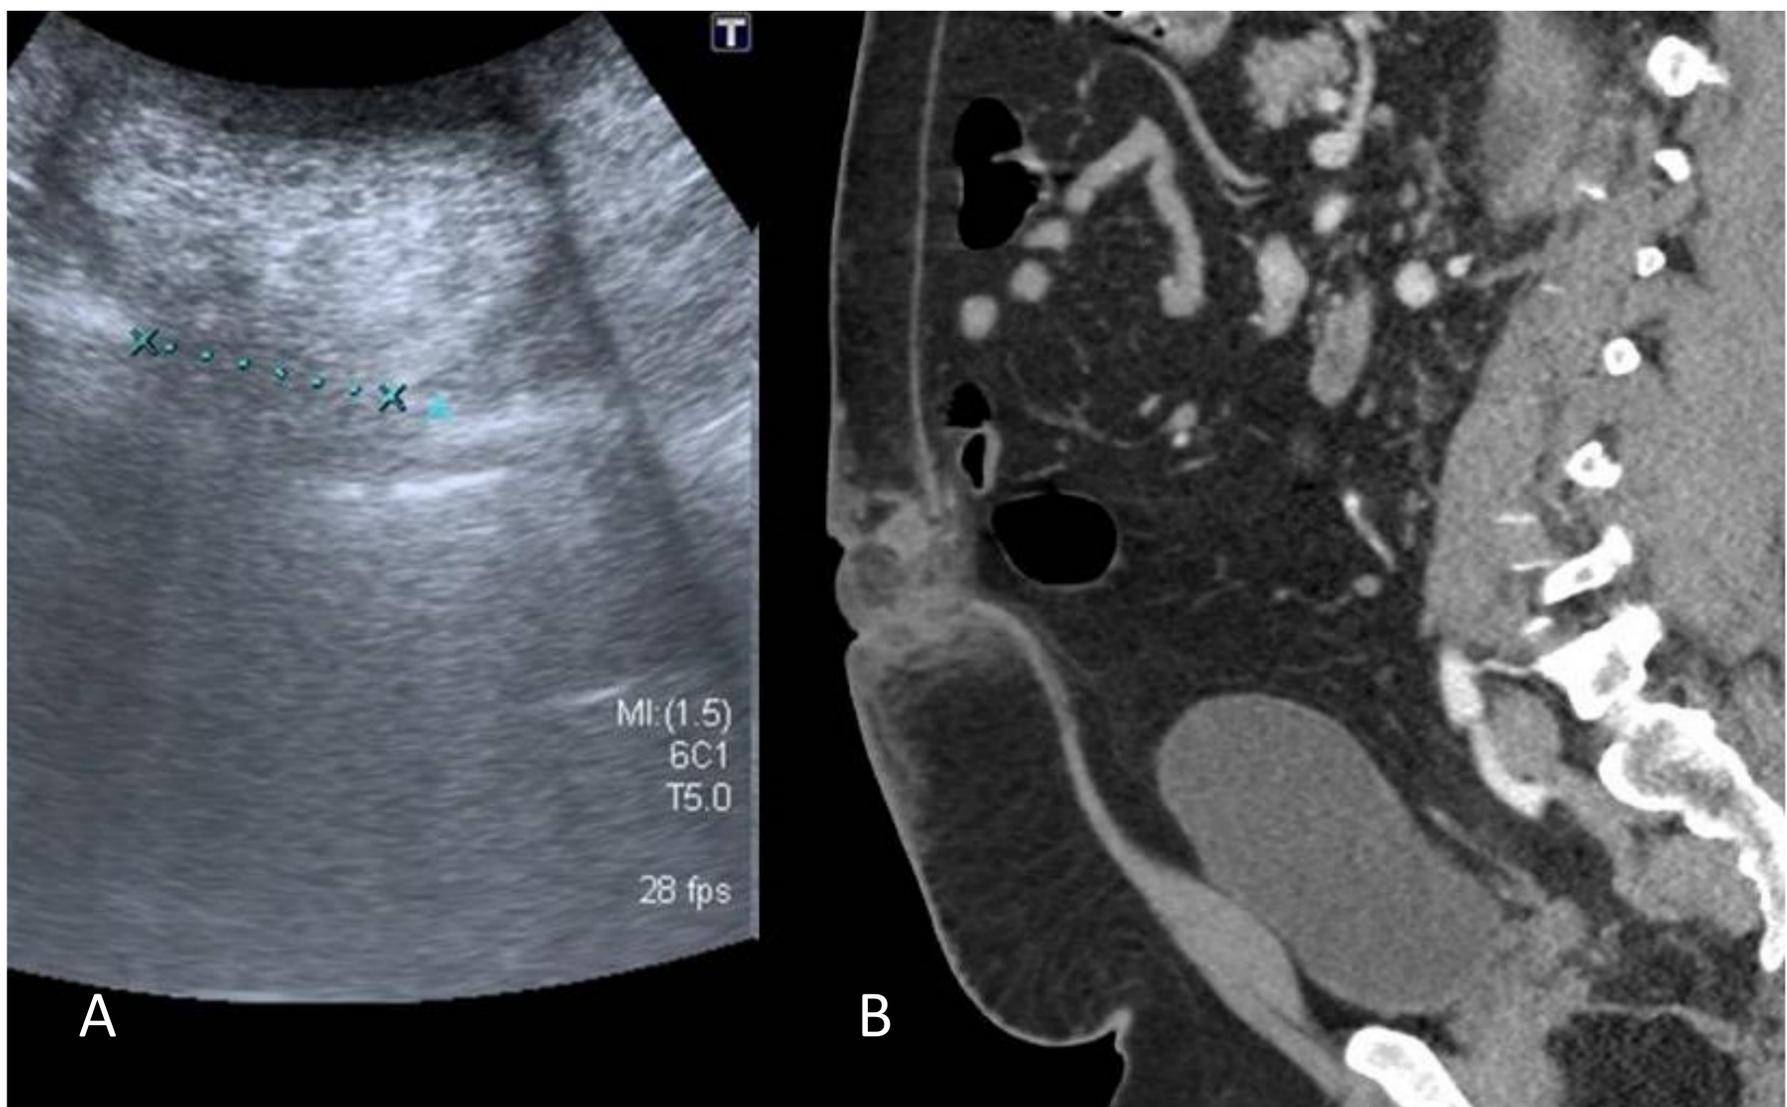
Paciente que se nota un bulto doloroso en mesogastrio. Ecografía (imagen A) saco herniado, con contenido de grasa del omento sin asas en su interior, asociándose pequeña cantidad de líquido en el saco herniario, por defecto de la pared abdominal anterior. TC (imagen B), pequeña herniación únicamente de la grasa omental, con una pequeña colección y cambios inflamatorios de la grasa adyacente, sugerente de hernia umbilical grasa complicada.
